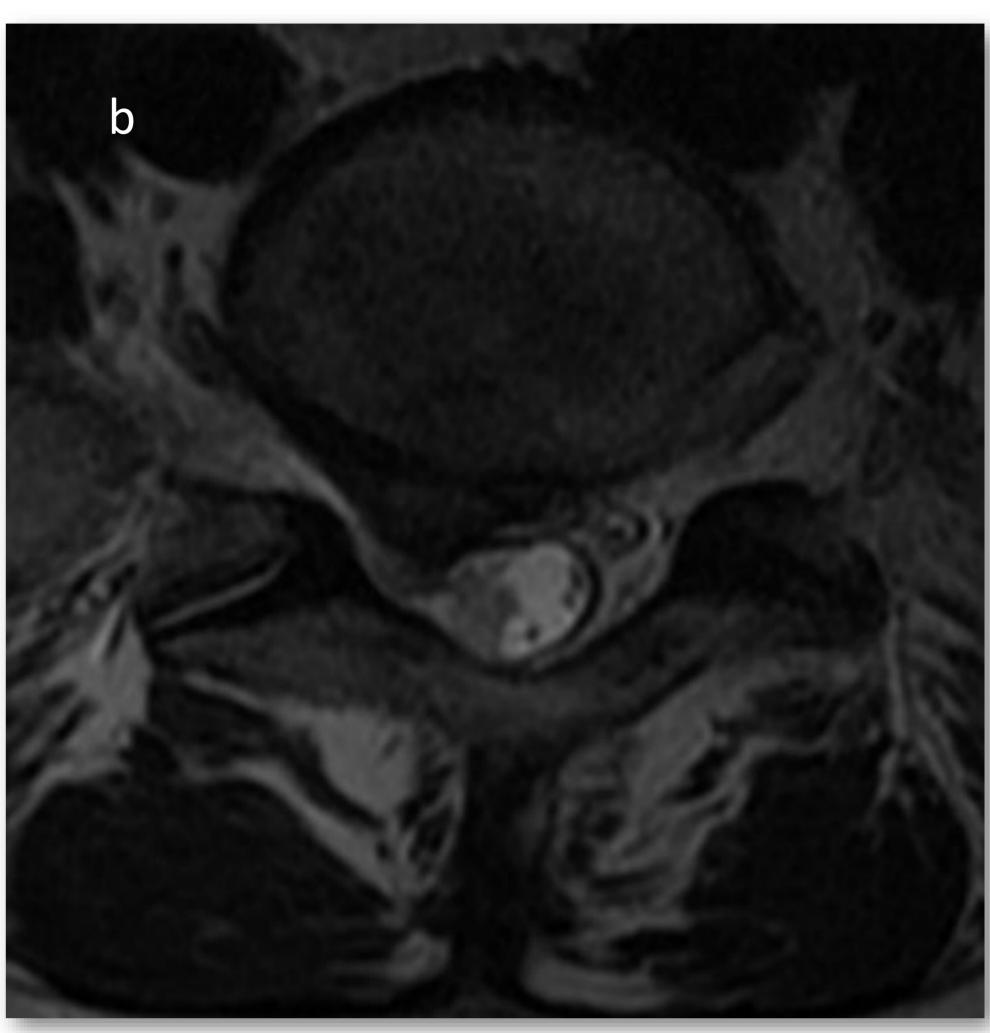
Mujer de 37 años con síndrome radicular agudo de L5-S1 derecho, presentando incontinencia urinaria y anestesia en la región perineal. Se realiza RM lumbar urgente, en secuencias sagitales (a) y axiales (b) potenciadas en T2 se aprecian cambios degenerativos discales con gran hernia focal subarticular derecha L5-S1 con extrusión, migración caudal y secuestro herniario, así como compresión de las raíces descendentes.
